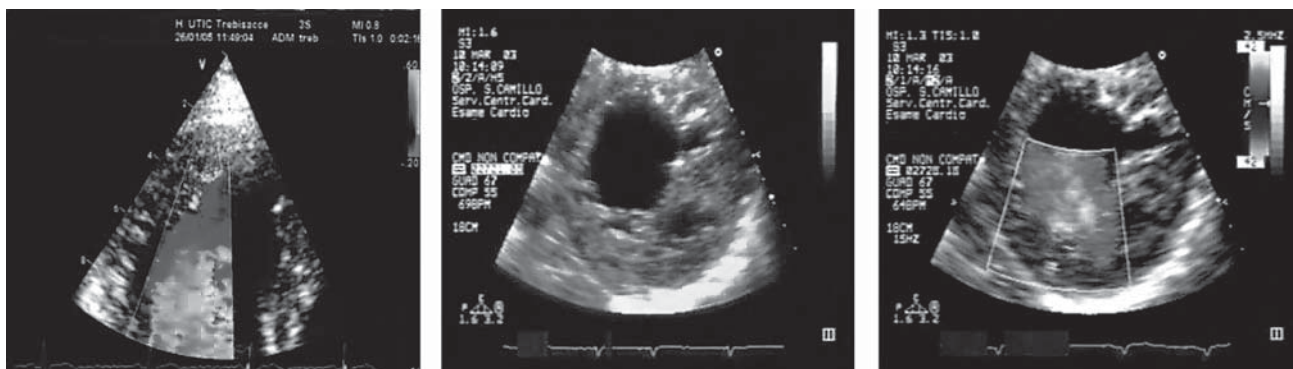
Il color Doppler, avendo l'accortezza di ridurre la velocità di campionamento, è in grado di documentare la comunicazione tra i recessi intratrabecolari e la cavità ventricolare (riquadro sinistro: sezione apicale asse lungo; riquadri centrale e destro: sezioni asse corto parasternale).
